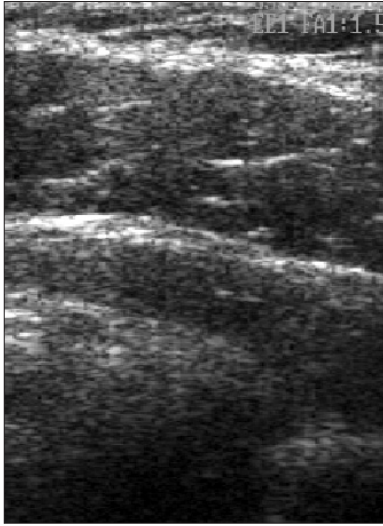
Ultrasonography image of upper trapezius muscle for trigger point.
